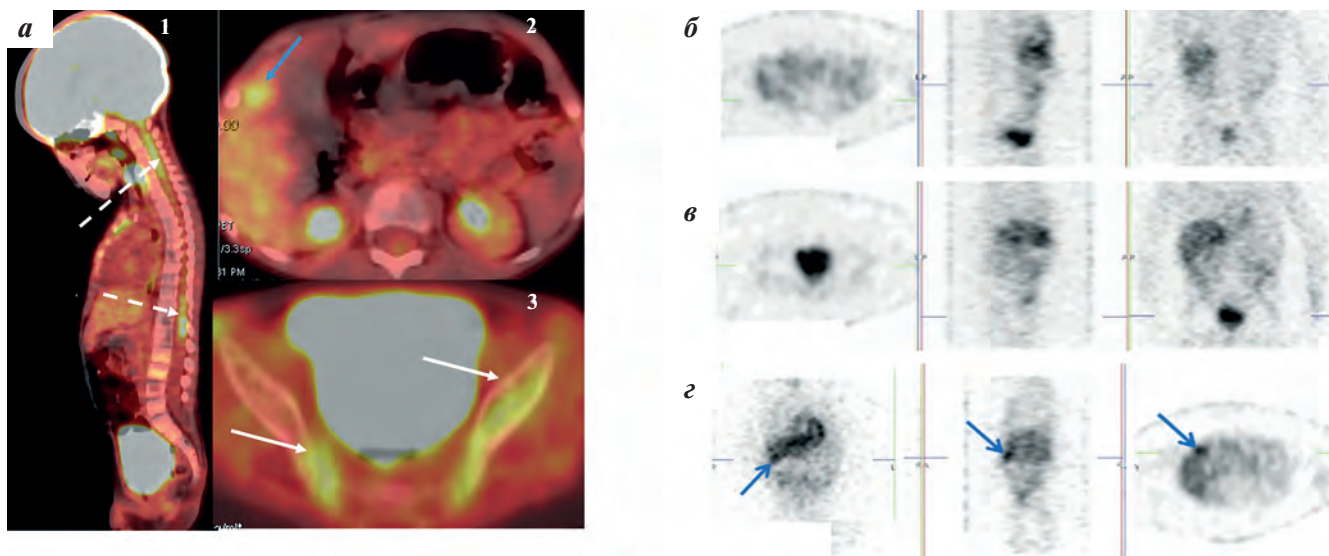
Пациент П.: а – ПЭТ/КТ с ^{18}F -ФДГ. На изображении (1) пунктирными стрелками отмечено накопление ^{18}F -ФДГ в области позвоночного канала; на изображении (2) синяя стрелка указывает на очаг накопления в печени; на изображении (3) белыми стрелками отмечено накопление РФЛП в костях таза; б, в, г – сцинтиграфия всего тела с ^{123}I -МИБГ, отсутствие накопления РФЛП в проекции позвоночника, стрелками отмечено накопление РФЛП в печени
